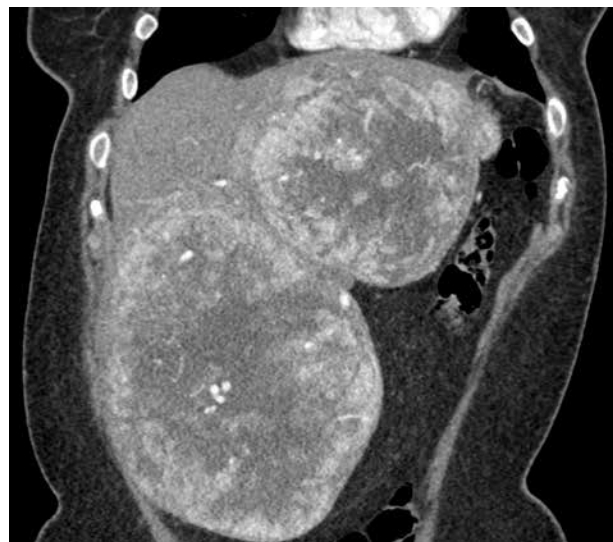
Multi-row-detector Computed Tomography (MDCT) of the liver with intravenous contrast administration — arterial phase. Metastatic lesion in left and right lobes. Hyperdense lesions in arterial phase, with pathological arteries in the tumor. Maximum Intensity Projection (MIP) reconstruction coronal view
